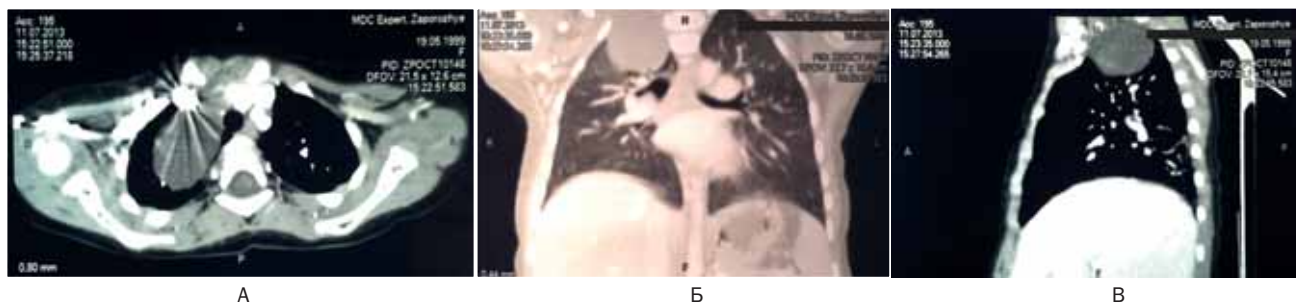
(А–В). Компьютерная томография. Нейробластома шеи справа с прорастанием в грудную полость
